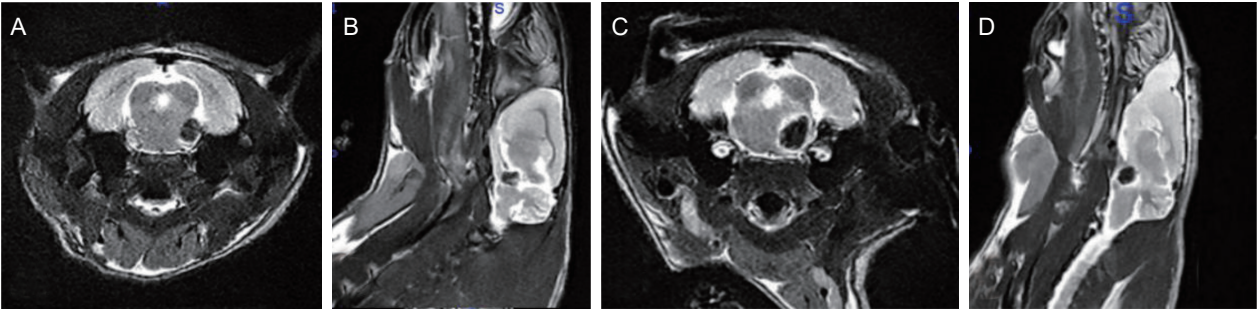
通过头颅 MRI 对琼脂压迫模型进行验证 (A, B) 分别为琼脂压迫模型的轴位和矢状位图像，可以清晰的看到琼脂位于三叉神经入脑桥区，与对侧三叉神经对比，可以看到三叉神经根部受到明显压迫；(C, D) 分别为造模失败的轴位和矢状位图像，图示琼脂注入脑桥内，虽然也对三叉神经形成一定的压迫，但可能对脑桥组织造成影响，故排除。
